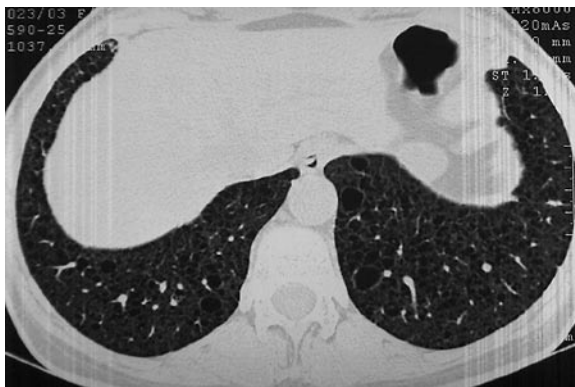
HRCT – Costophrenic angles are also implicated.
